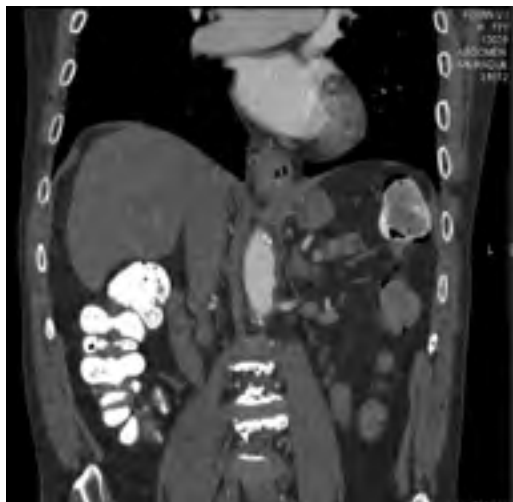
МСКТ больного Ф.
